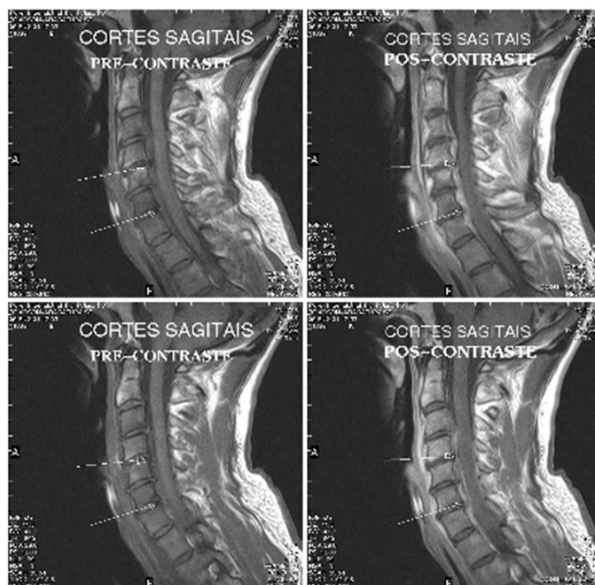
Ressonância magnética da coluna cervical – abscesso paravertebral estafilocócico. Nota-se coleção laminar estendendo-se de C3 até C7, ocasionando compressão do saco dural nestes níveis. (Imagem cedida pelo dr. José Marques Filho, reumatologista de Araçatuba, SP)
